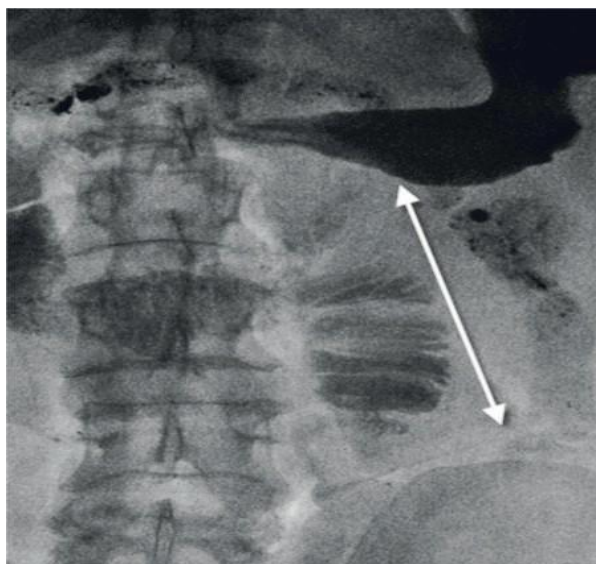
Рентгенэнтерограмма. Длина тонкой кишки от дуоденоюнального перехода до свища составляет 10 см
